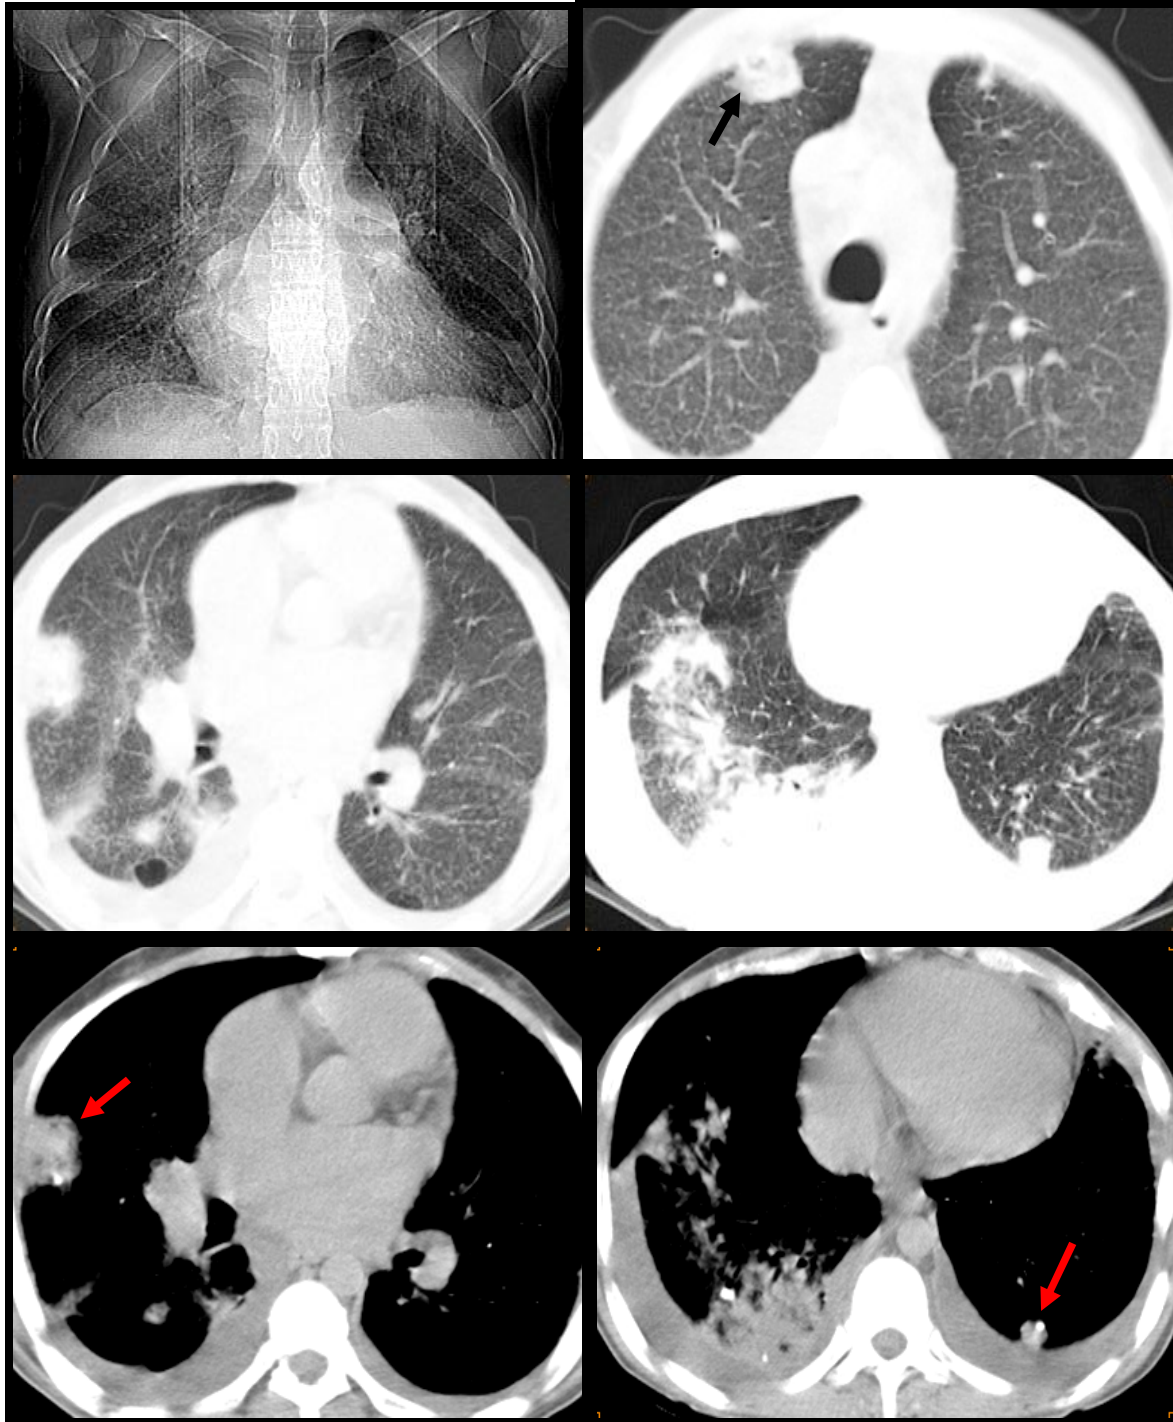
(cas N°3) : Radiographie standard de face et TDM thoracique, coupes axiales, fenêtre parenchymateuse et médiastinale :
